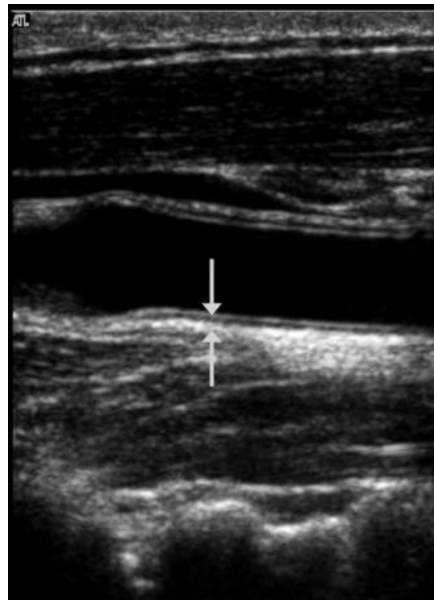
Epaisseur intima-media visible et mesurable en échographie mode B. Les deux flèches limitent en haut l'interface lumière artérielle/intima et en bas l'interface media/adventice.
